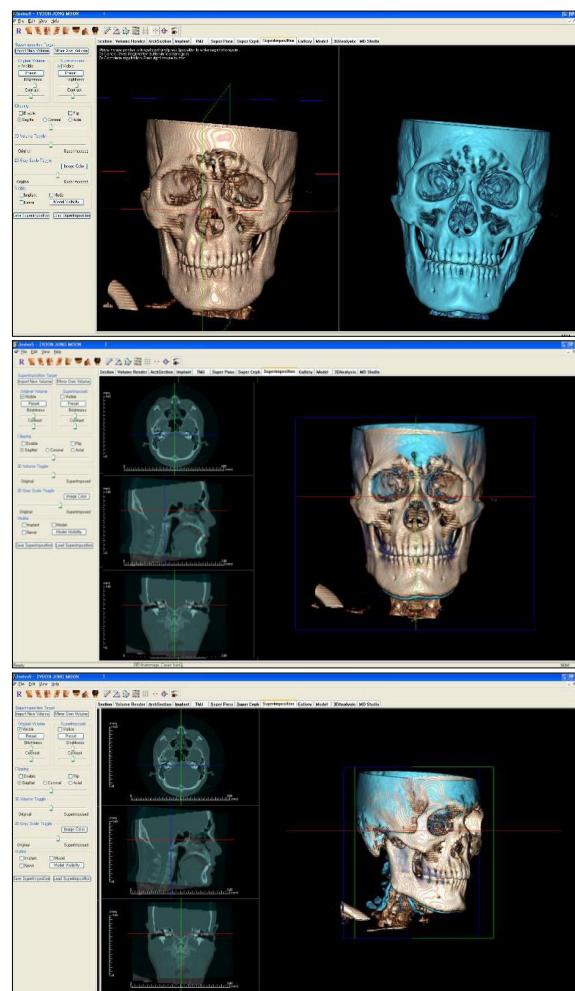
Following photographs show the application of 3-dimensional computed tomography to Invivo 5 program. (Above) The white skull image shows a preoperative frontal view and the blue skull image shows a postoperative frontal view at 6 months. (Center) Two images were superimposed using Invivo 5 Software. It shows the frontal view of superimposed image. (Below) The three quarters view of superimposed image.
